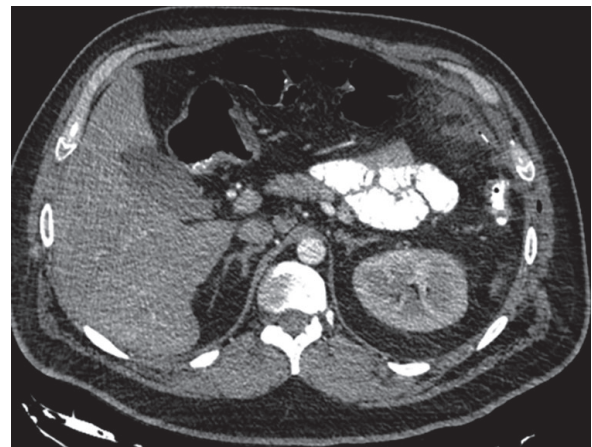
Tomografía computarizada toracoabdominal contrastada que reveló colección subdiafragmática izquierda con extensión hacia pared abdominal.
